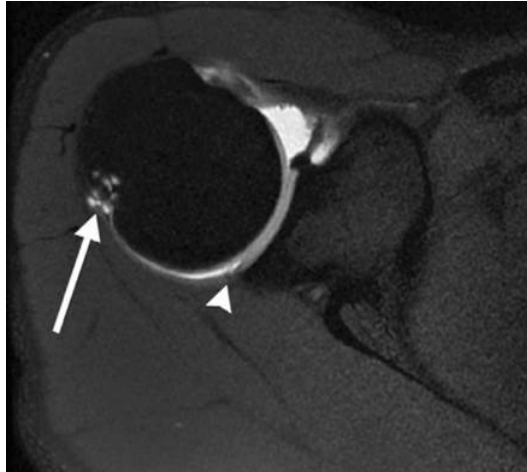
Axiale T1 MRT eines 21-jährigen Baseballspielers mit PSI: es zeigen sich zystische Veränderungen am Ansatzpunkt der ISP (Pfeil) sowie Schwund des posterioren Labrums (Pfeilkopf) (32) (bearbeitet)
